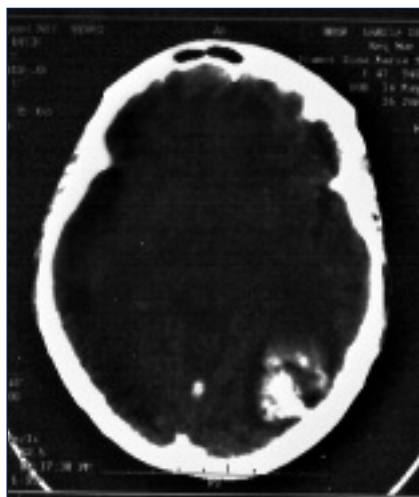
TAC CE (Serviço de Urgência). Evidencia lesão parieto-occipital esquerda, parenquimatosa, hemorrágica, com cerca de 4,8 x 3cm. É também visível a hiperdensidade no seio recto, que sugeriu o diagnóstico de TVC.
